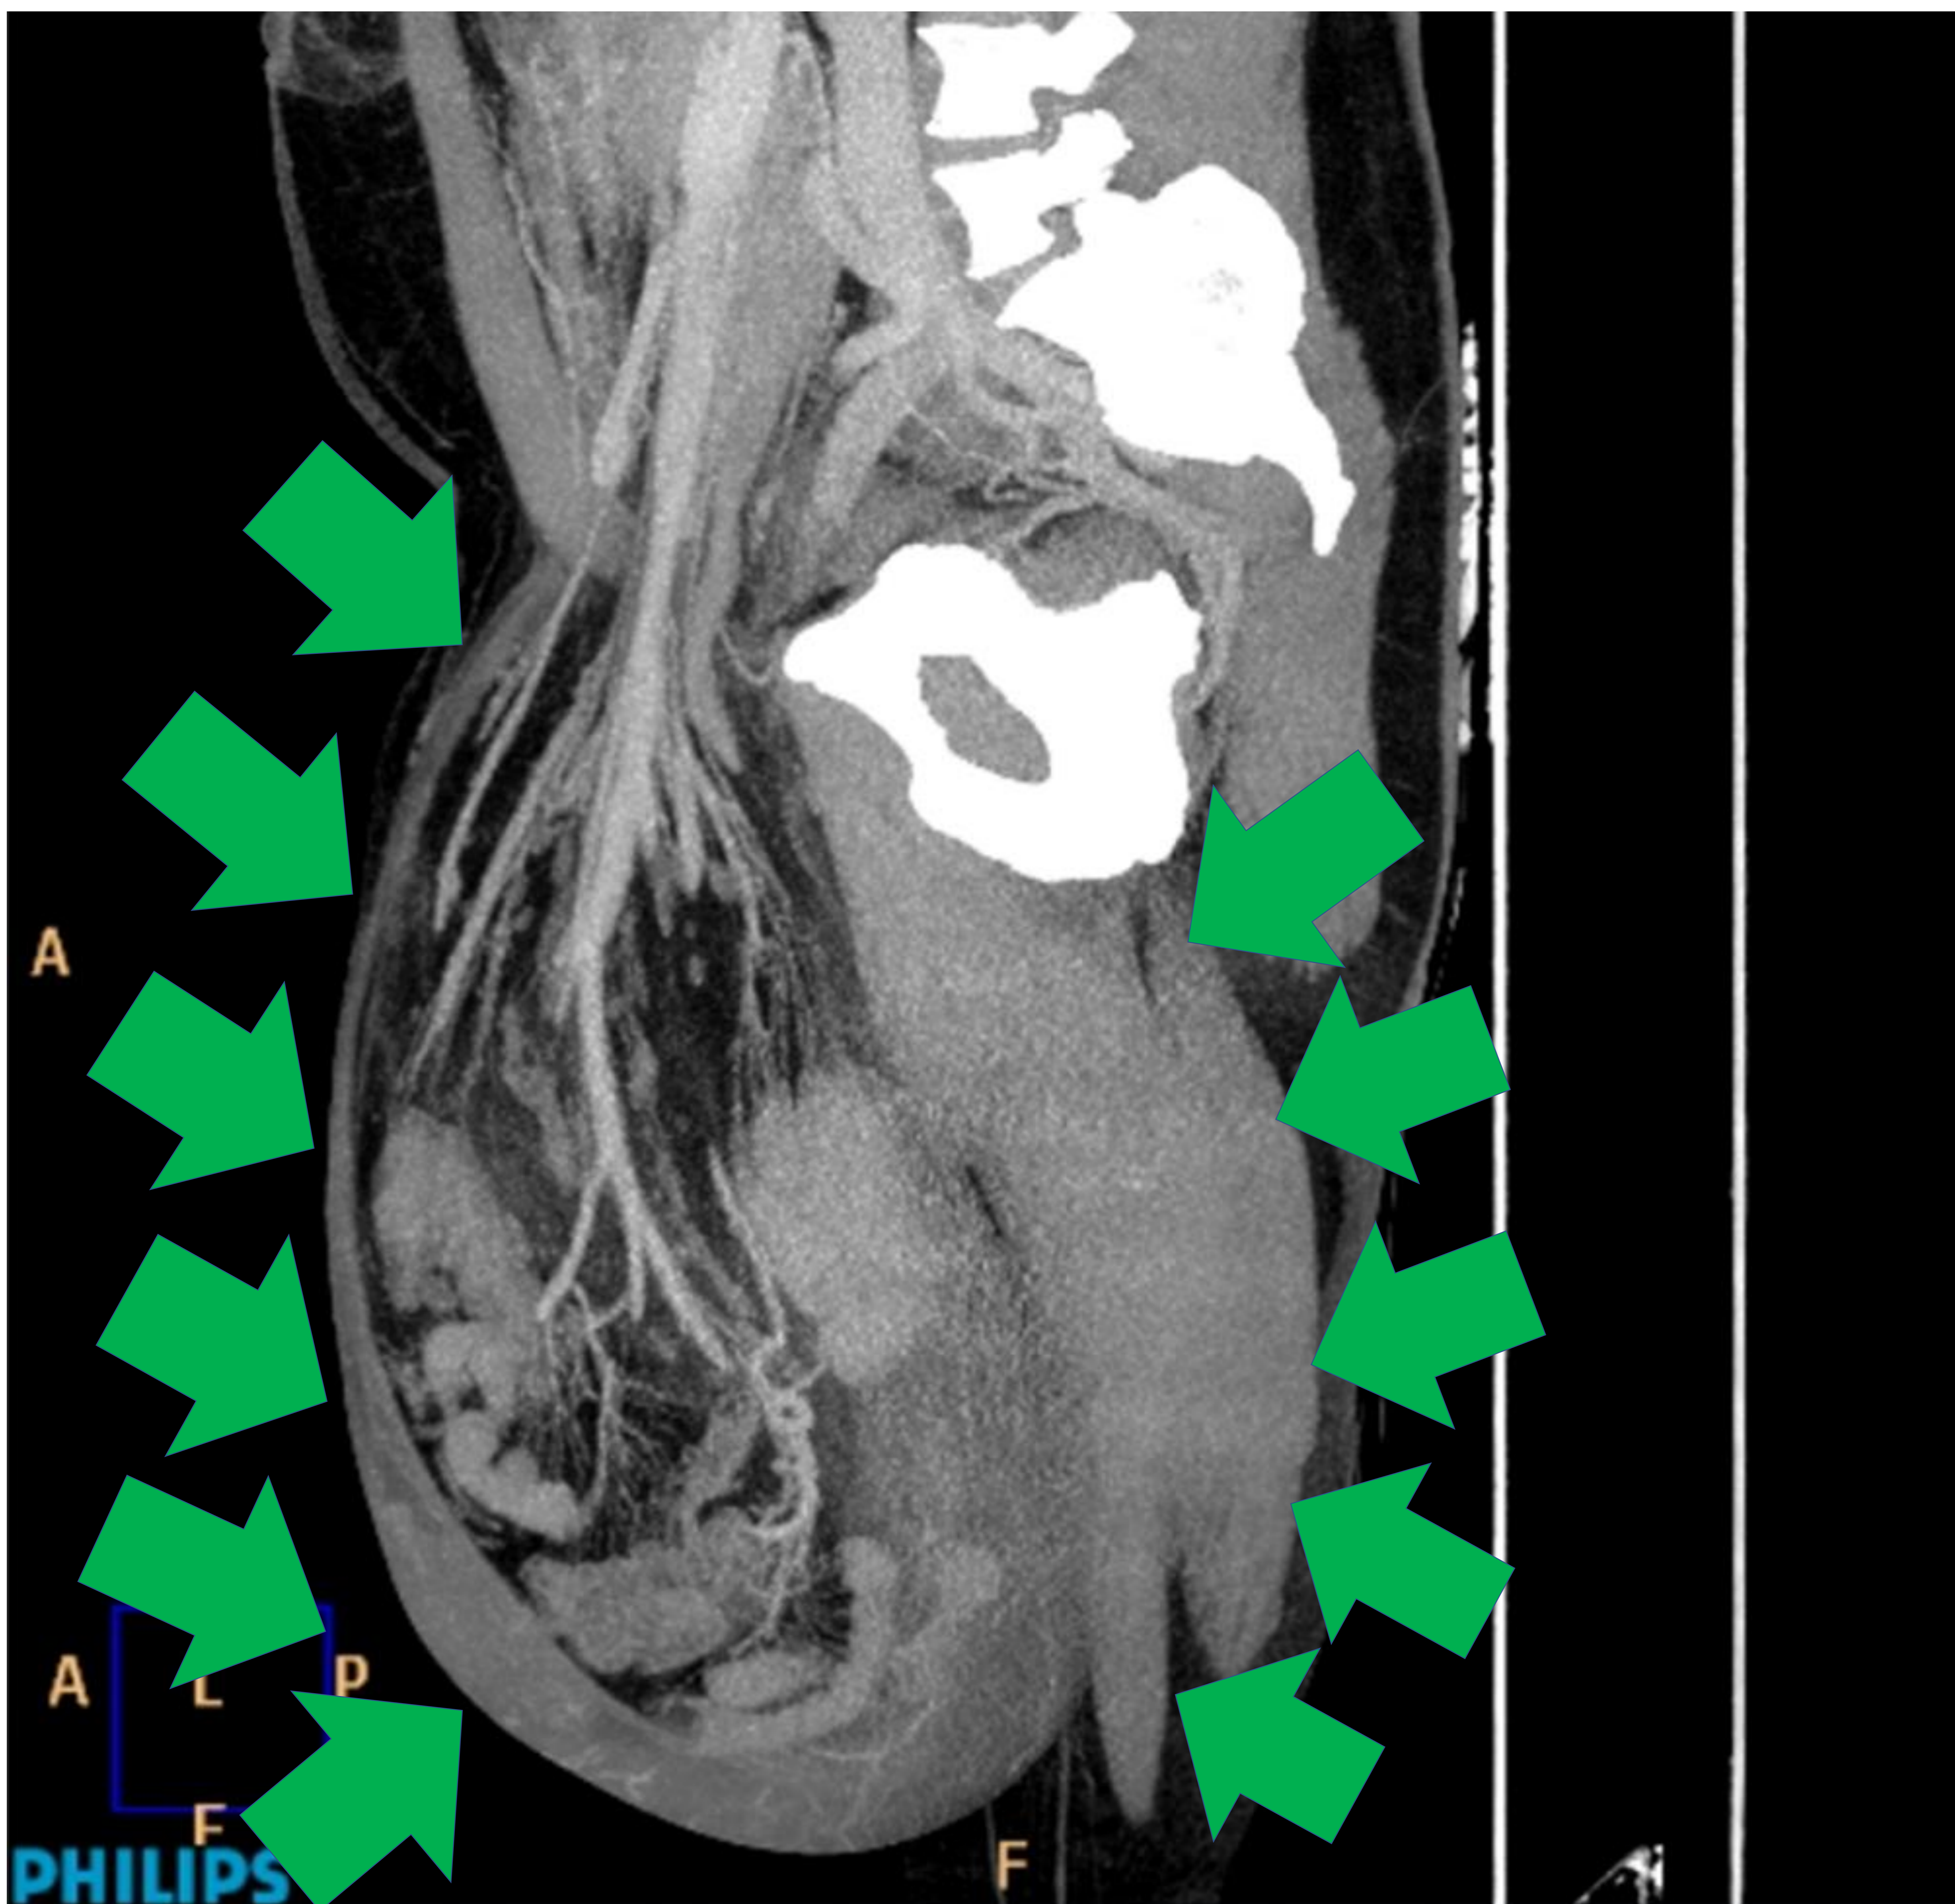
TC abdominal sagital sin contraste intravenoso.
